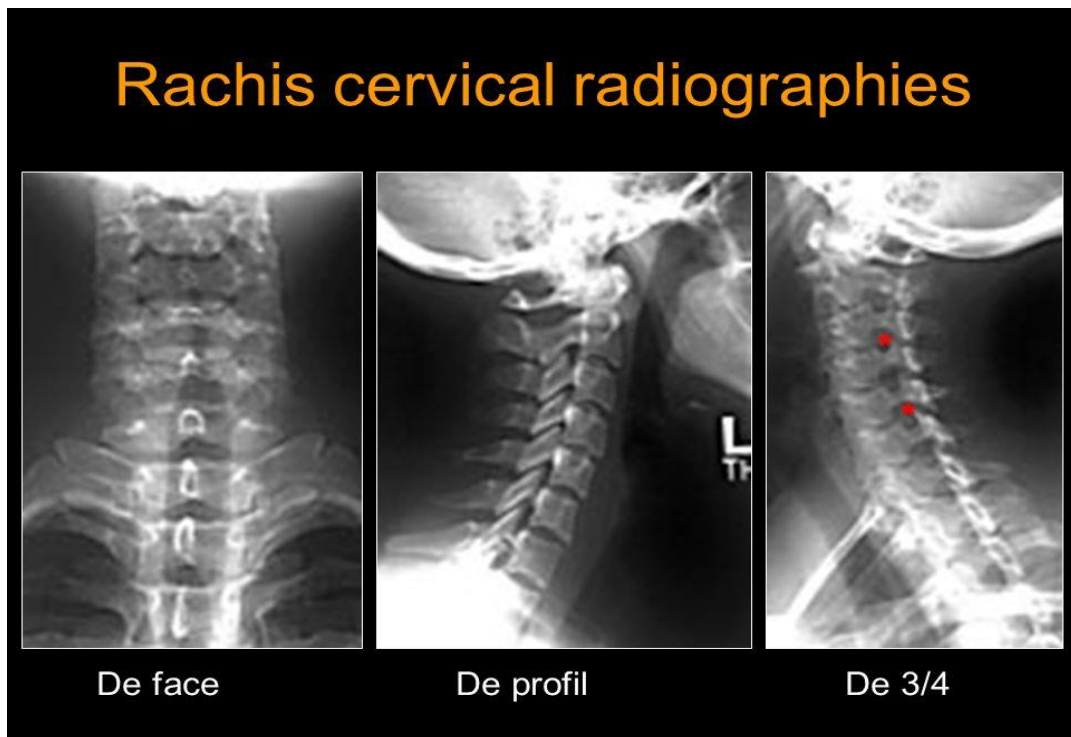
radiographie cervicale sur 3 incidences
